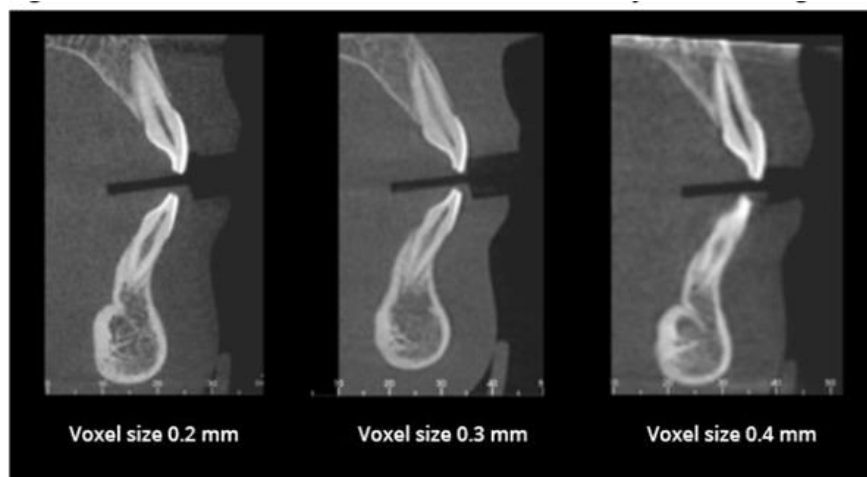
Tamaño del Voxel de CBCT y MDCT*
